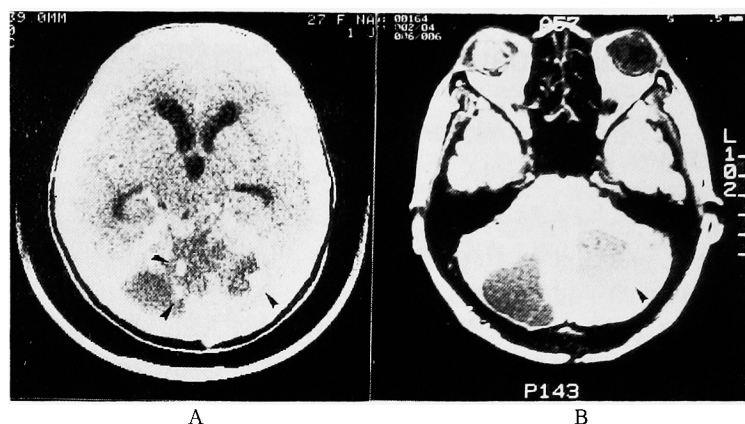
Brain CT (A) and MR-CT (B) showing cysts and mural nodular tumors.
